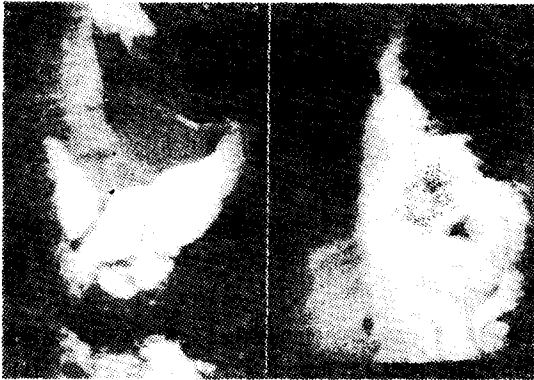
症例 2의 X-ray 寫眞 (a) 術前
